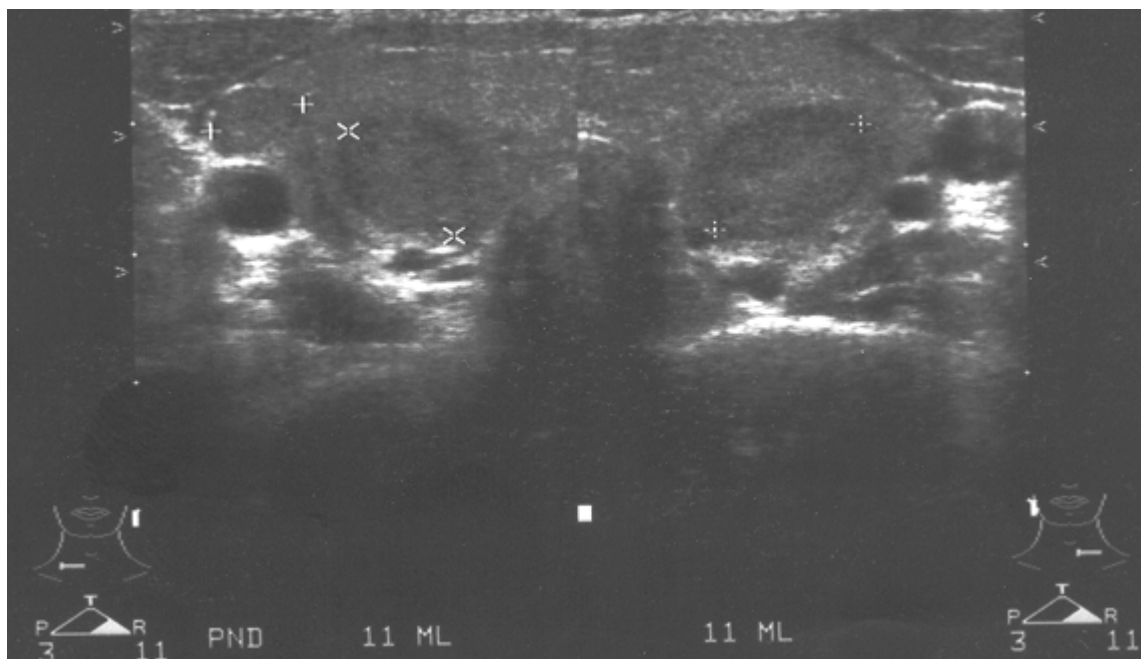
Thyroid ultrasound at the age of 22 years with two well-circumscribed solid isorefective nodules (7 and 11mm in diameter) in the right thyroid lobe and one bigger nodule (20 x 14 x 9mm) in the left thyroid lobe.
